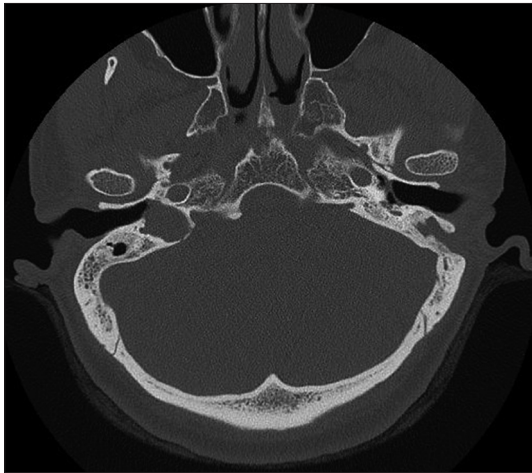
Preoperative high resolution temporal bone computed tomography scan shows right high jugular bulb.
